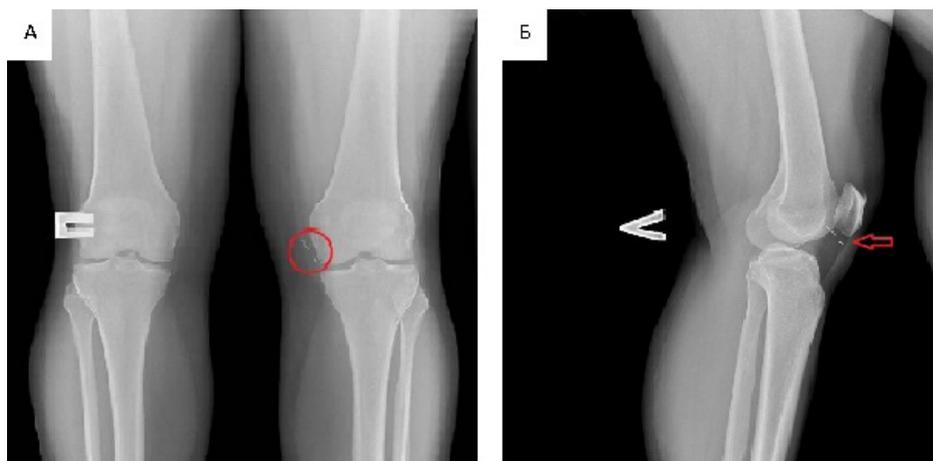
Рентгенография левого коленного сустава в прямой (А) и боковой (Б) проекциях.
